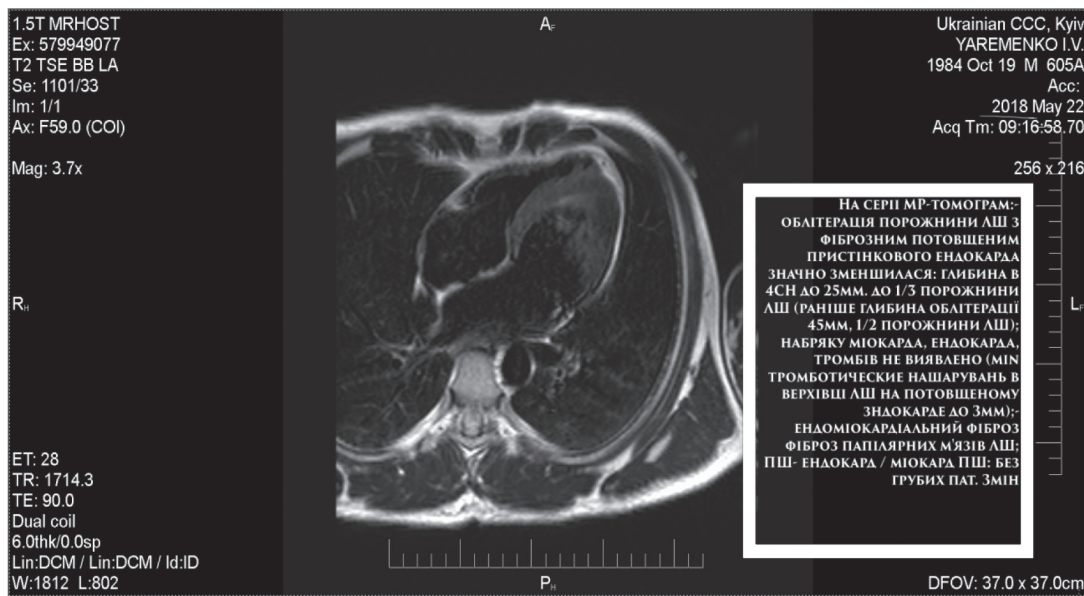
Динаміка МРТ через 6 міс
